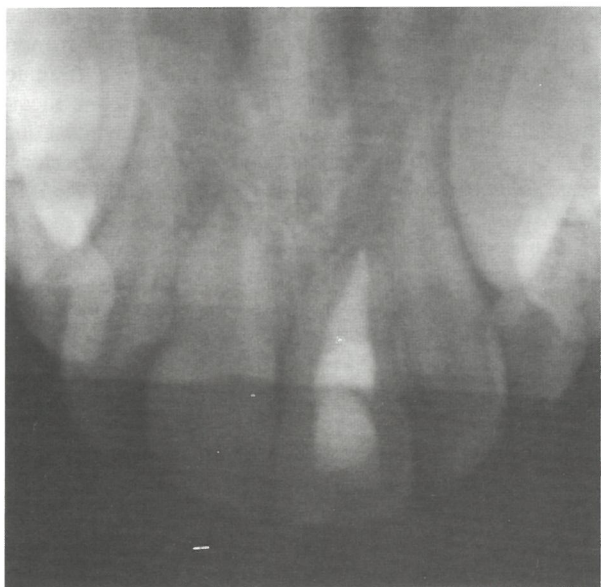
Radiografía oclusal al año y 6 meses.
